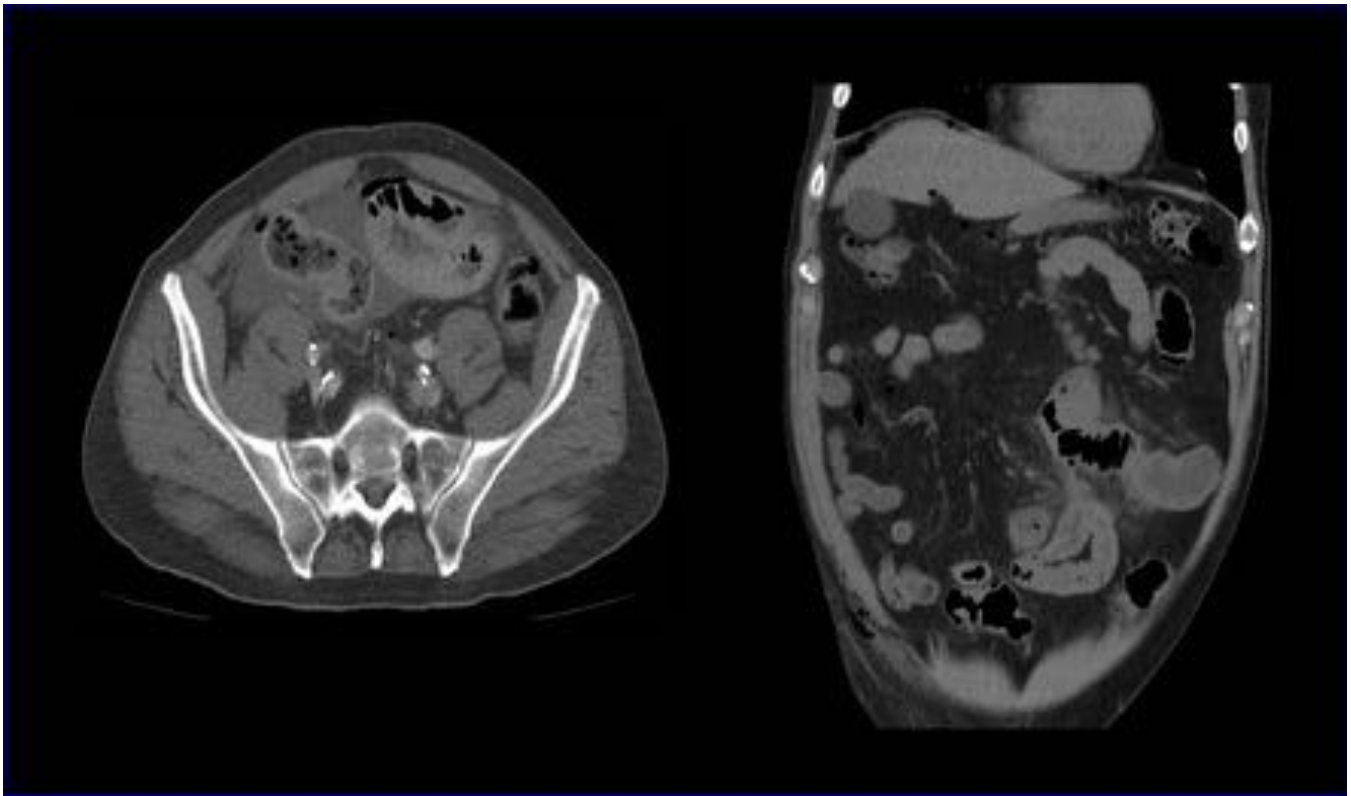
Paciente varón de 73 años que acude a urgencia por dolor abdominal y distensión asociado a fiebre. Se le realizó TC observando engrosamiento de las paredes de asas yeyuno las cuales se encontraban distendidas. Adyacente a las mismas se evidenció burbujas aéreas y mínima cantidad de líquido libre interasas. DX postoperatorio concluyó perforación yeyunal secundario a diverticulitis.
